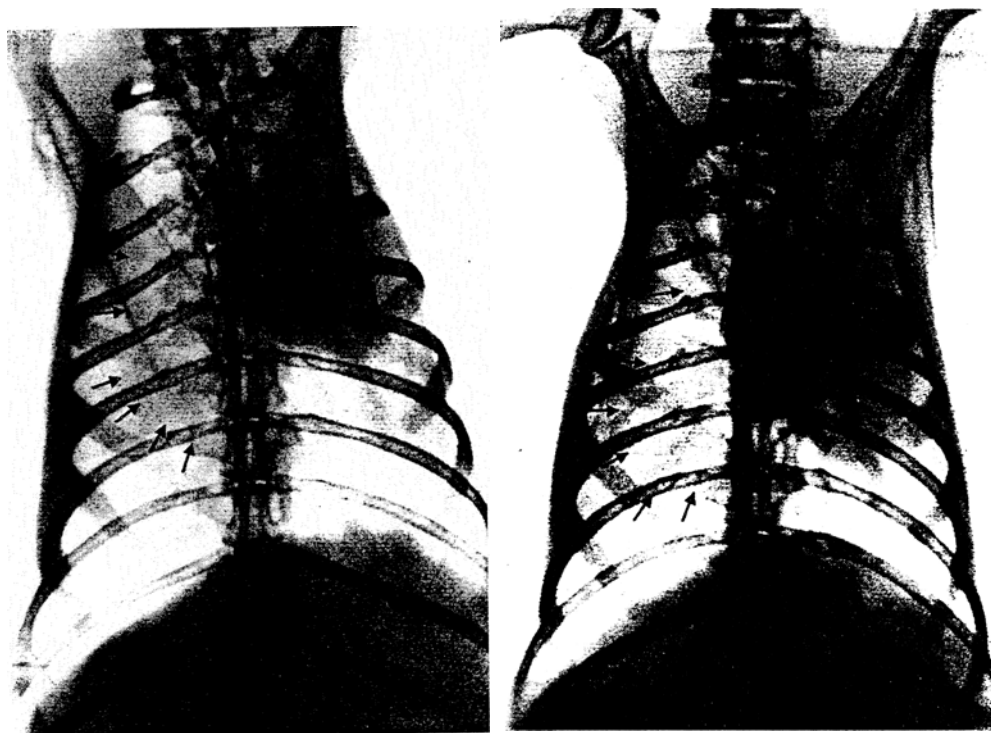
Röntgenaufnahme vom Kaninchen im Versuch 4 zu Beginn (4a) und Schluß (4b) der Füllungsserie. Die Grenze des Luftmantels ist mit Pfeilen markiert.
